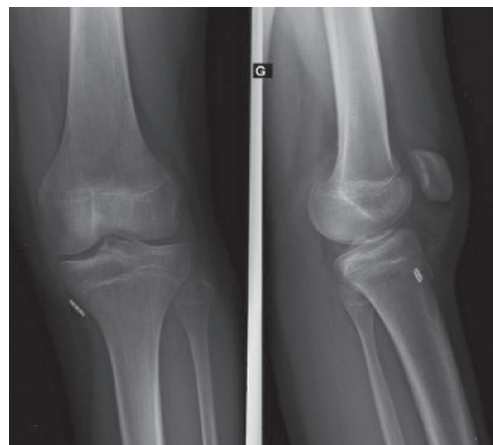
Radiographie postopératoire après refixation d'une lésion de la racine postérieure du ménisque médial chez un jeune patient de 12 ans.
